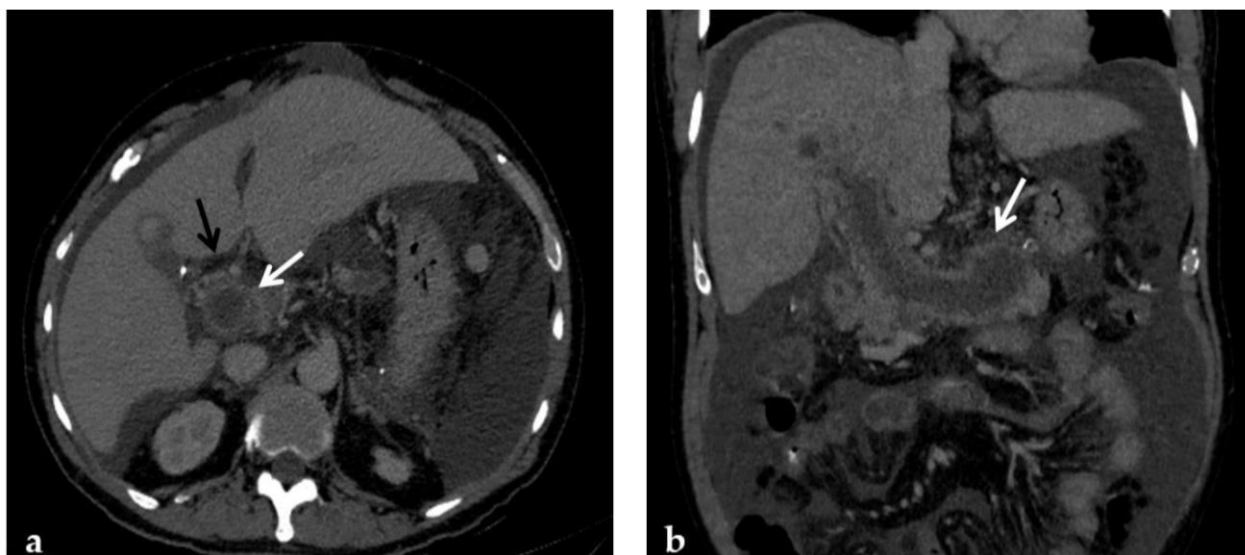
(а) – На аксиальном МСКТ-изображении портальной фазы показано отсутствие просвета в воротах печени, увеличение калибра воротной вены с усилением стенок и тромб с низким ослаблением в просвете, что соответствует острому тромбозу воротной вены (белая стрелка). Множественные коллатеральные сосуды, образующие каверному, видны в воротах печени (черная стрелка). (b) МСКТ-изображение в венозную фазу лучше показывает расширение тромбированной воротной вены, в том числе с участием селезеночной вены (стрелка) [72].
